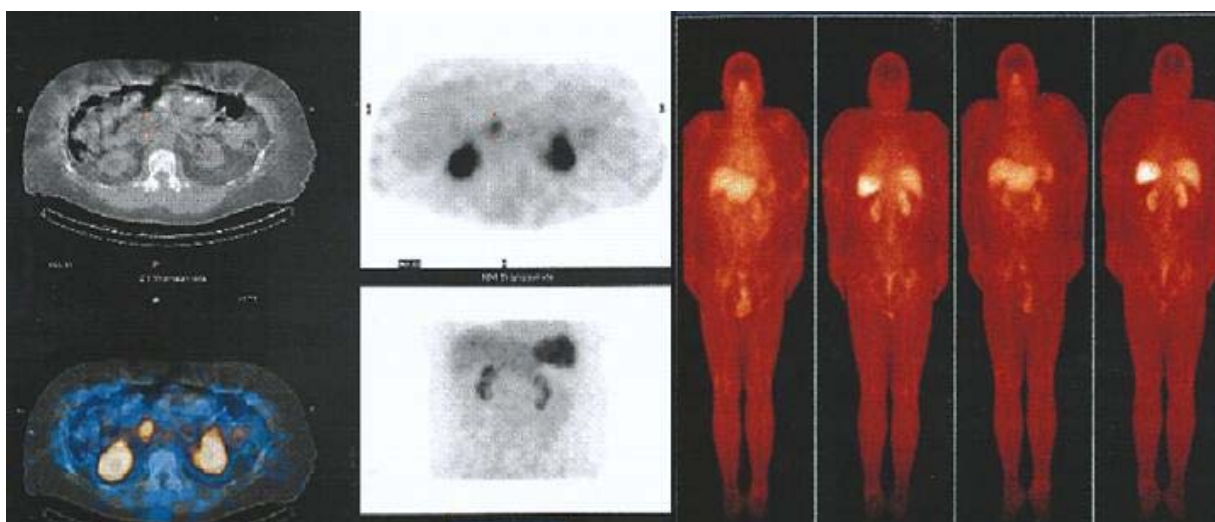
Cintilografia de controle com octreotéio-tecnécio-99, em associação com imagens de SPECT-TC, obtidas após oito meses de uso do análogo da somatostatina, mostra menor intensidade na atividade neuroendócrina da lesão do pâncreas, comparada com o exame inicial. Com base nas características clínicas e em dados imaginológicos, a hipótese diagnóstica foi de VIPoma; não sendo o doente submetido à ressecção cirúrgica pelo grau da insuficiência renal.
